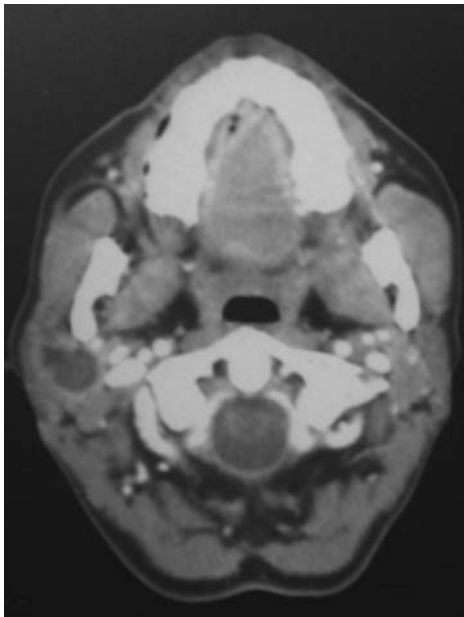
TC, corte axial donde puede apreciarse glándula parótida derecha aumentada de tamaño y en cuyo interior aparece lesión bien delimitada y que capta contraste. *CT axial section showing the right parotid gland increased in size and a well-defined lesion within which highlights after contrast infusion.*
